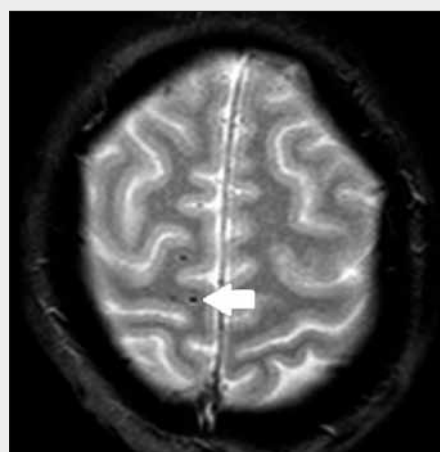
Patient 38-year-old, fall off the bike over the handlebars, for a short time unconscious, then conscious. After several hours the progressive impairment of consciousness, gradually somnolence and sopor. During the translation persists fluctuations of consciousness, fluctuations in the intensity of cooperation, intermittent restlessness with the risk of falling and self-harm. Normal finding on CT (A), small punctate hemorrhages in left subcortical localization on MR (B – GRE; C – T2).
